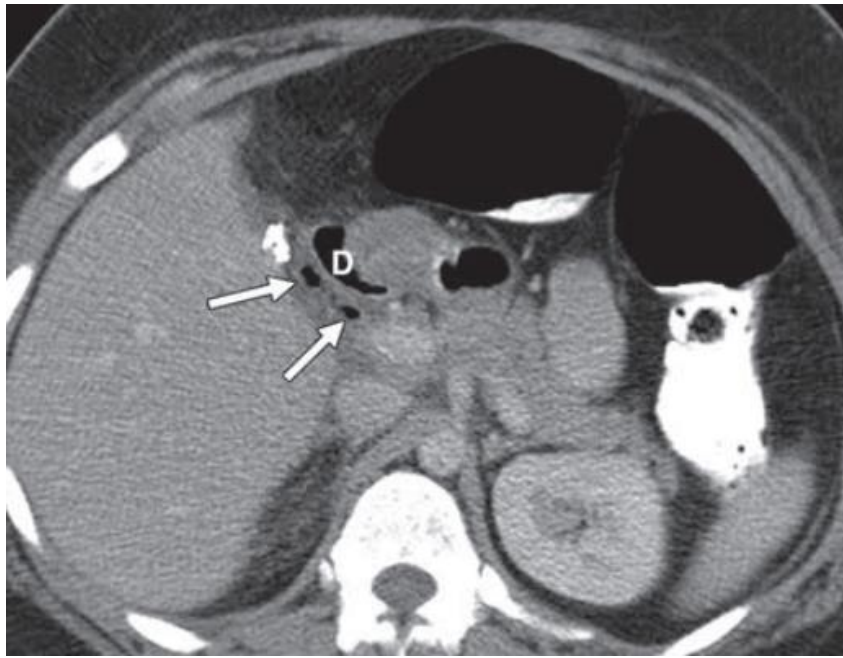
TDM C+ montrant de l'air en extraluminal dans le cadre d'une perforation duodénale (33)
